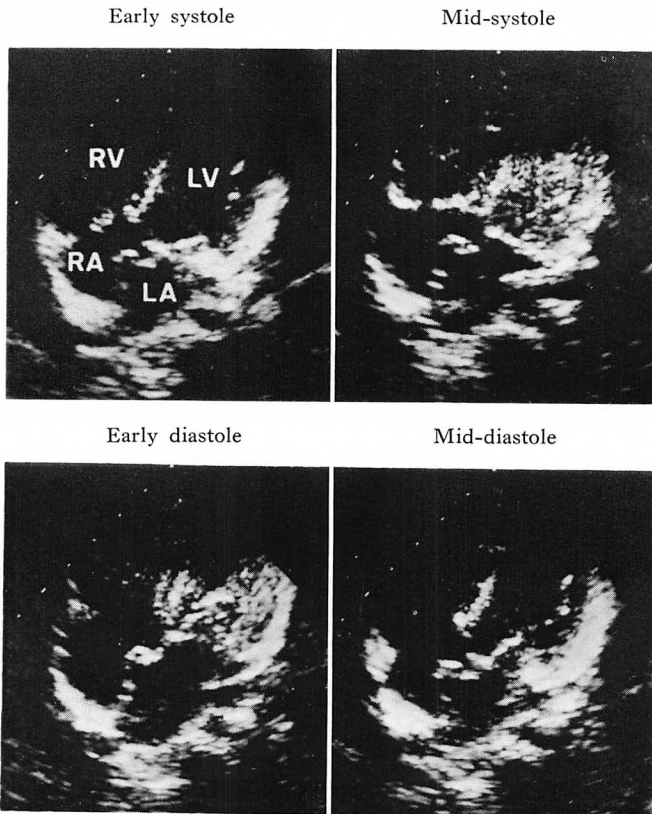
Two-dimensional echocardiograms at each phase of the cardiac cycle in the four-chamber view (Case 2).
